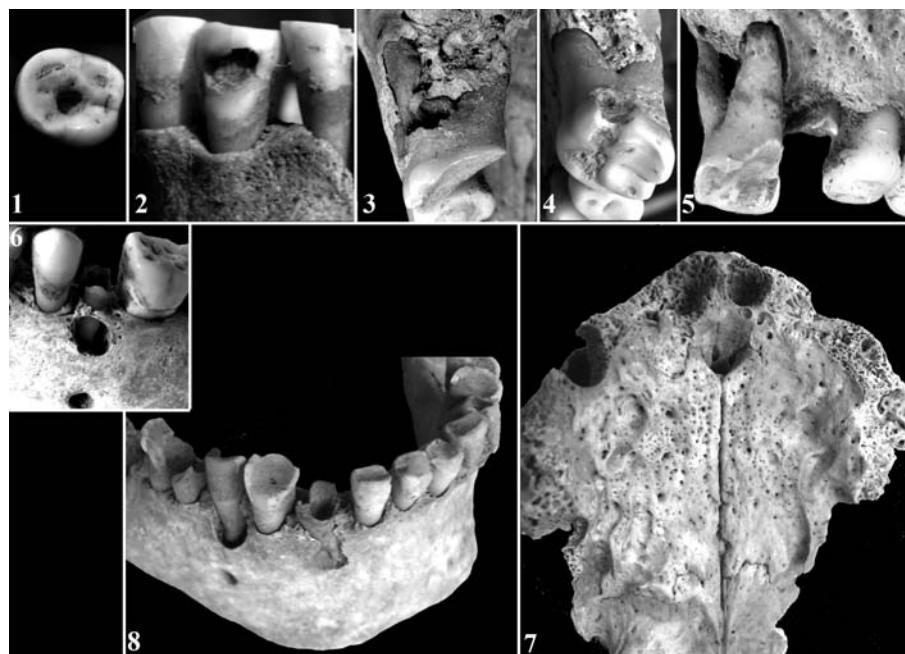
1.1. Oclusal caries (grave N 73). 1.2. Buccal caries (grave N 73). 1.3. Cervical caries (grave N 143). 1.4. Lateral caries (grave N 219). 1.5. Lateral destruction of crown due to carious process, neighboring tooth – full crown destruction (individual Z). 1.6. Periapical abscess (grave N 99). 1.7. Development of caries, full crown destruction (grave N 203). 1.8. Maxilla with advanced ante mortem tooth loss (grave N 233).
